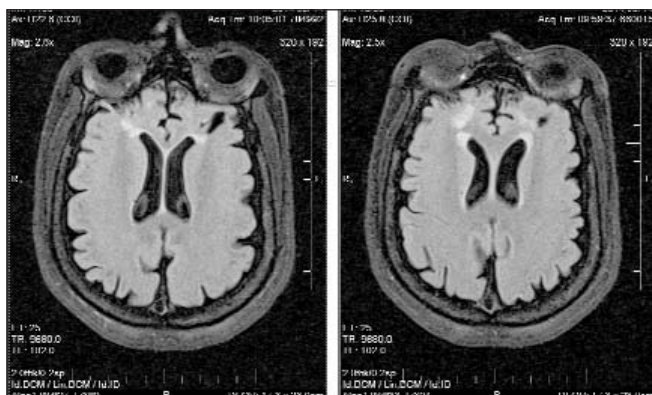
МРТ головного мозга той же пациентки. Картина посттравматических изменений вещества лобных долей больших полушарий головного мозга вследствие повторных падений и травм во время атонических приступов (описание в тексте)
